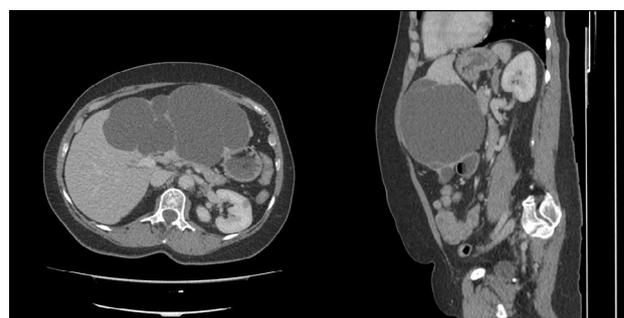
TAC abdominal (cortes transversal y sagital, respectivamente): el quiste de mayor dimensión comprime la pared abdominal.
